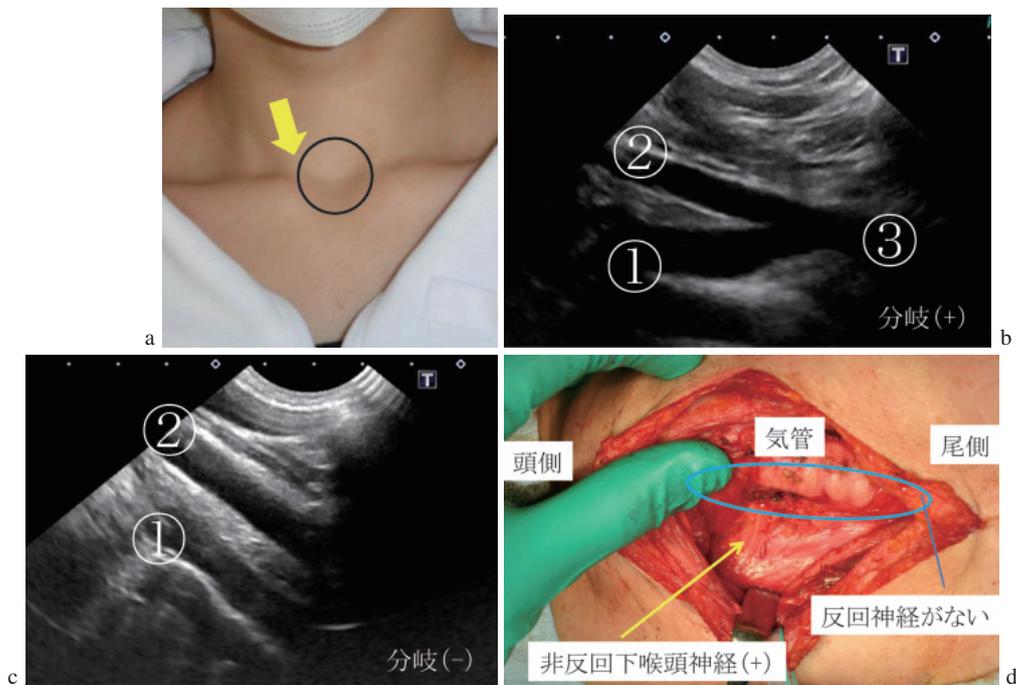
右鎖骨下動脈起始異常の超音波検査と右側の非反回下喉頭神経
